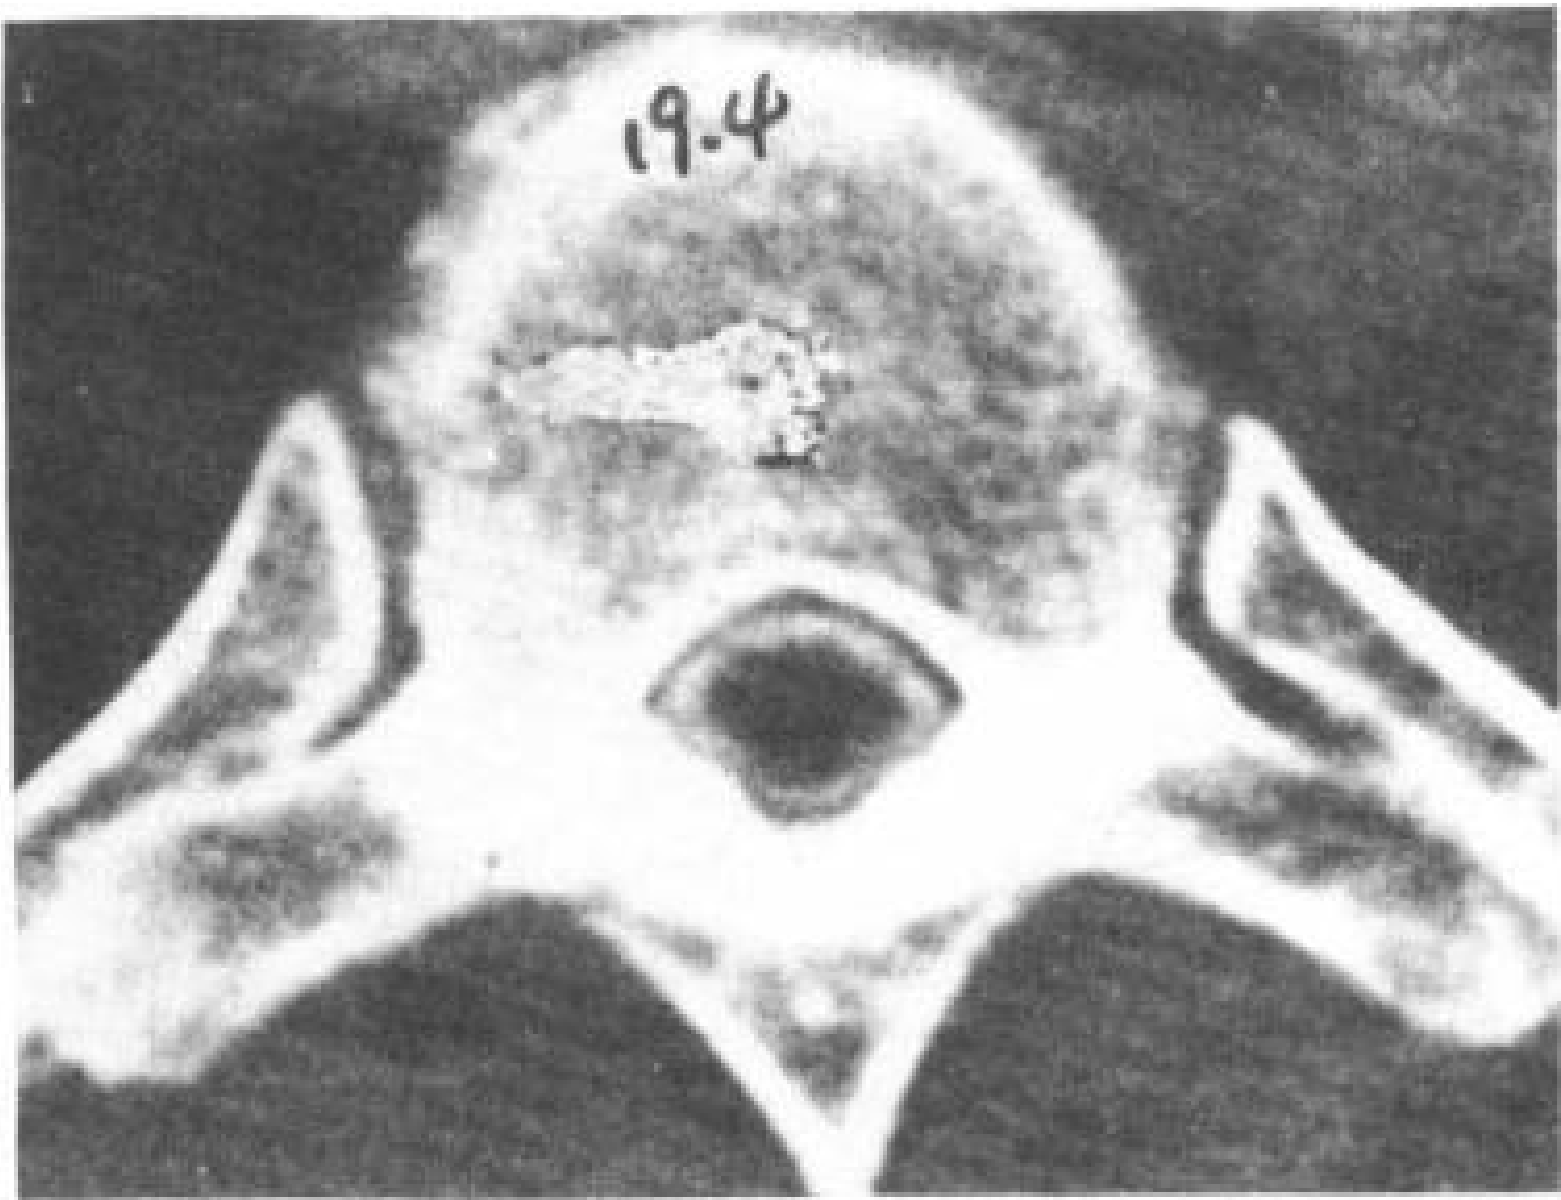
软骨不发育,36岁,男性,增强脊髓CT。在 T<sub>6</sub> 平面,正常脊髓差不多充满了细小的椎管,蛛网膜下腔异常狭窄 (见图 19.3)。
